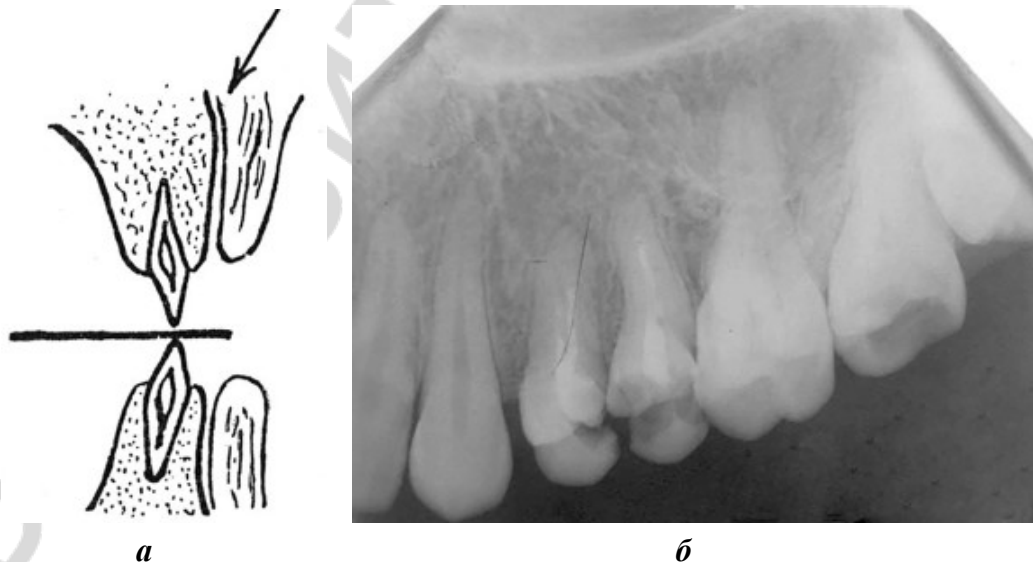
Внутриротовая рентгенография вприкус:
